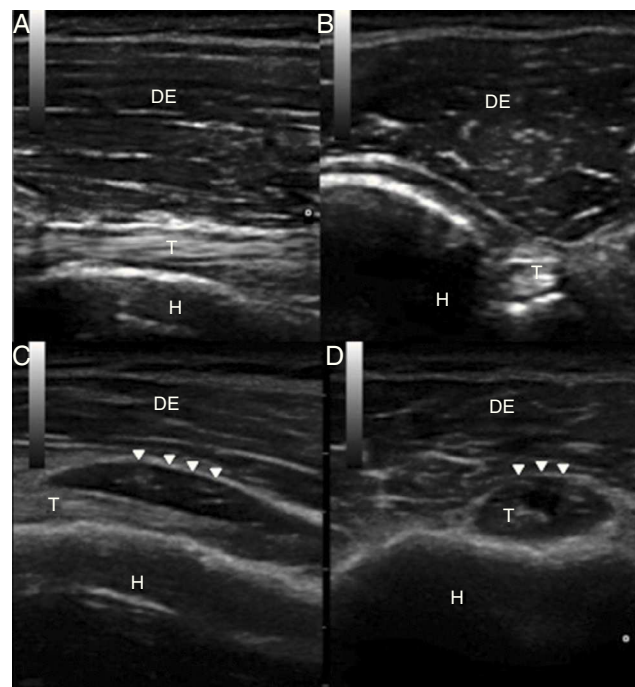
A y B) Ecografía articular normal: Proyecciones longitudinal (A) y transversal (B) del tendón largo del bíceps (T). Se observa la cortical ósea de cabeza humeral por debajo (H) y el músculo deltoides por encima (DE). C y D) Ecografía articular del paciente: Proyecciones longitudinal (C) y transversal (D) del tendón largo del músculo bíceps del enfermo donde se observa engrosamiento y disrupción de las fibras con aumento del líquido en la vaina sinovial (cabezas de flecha).
